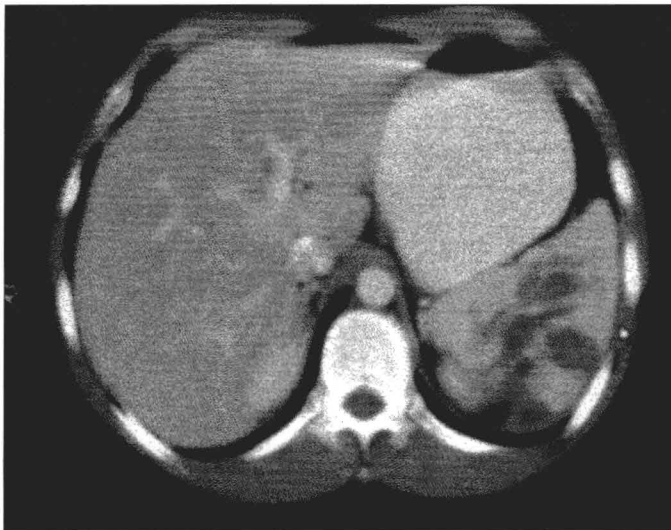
Paciente masculino de 32 años de edad quien sufrió trauma abdominal cerrado en accidente de tránsito. La TAC convencional tomada al ingreso en el servicio de urgencias muestra: lesiones hipodensas redondeadas y ramificadas en el parénquima esplénico, correspondientes a laceraciones, que comprometen la cápsula posterior sin líquido peri-esplénico asociado. No se detectaron lesiones traumáticas en los demás órganos. Fue tratado médicamente, en forma satisfactoria.
